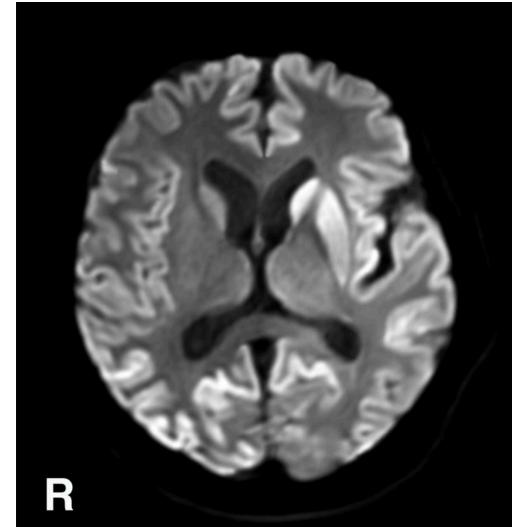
頭部 MRI・拡散強調像 (diffusion weighted image: DWI) での大脳皮質、線条体の高信号
